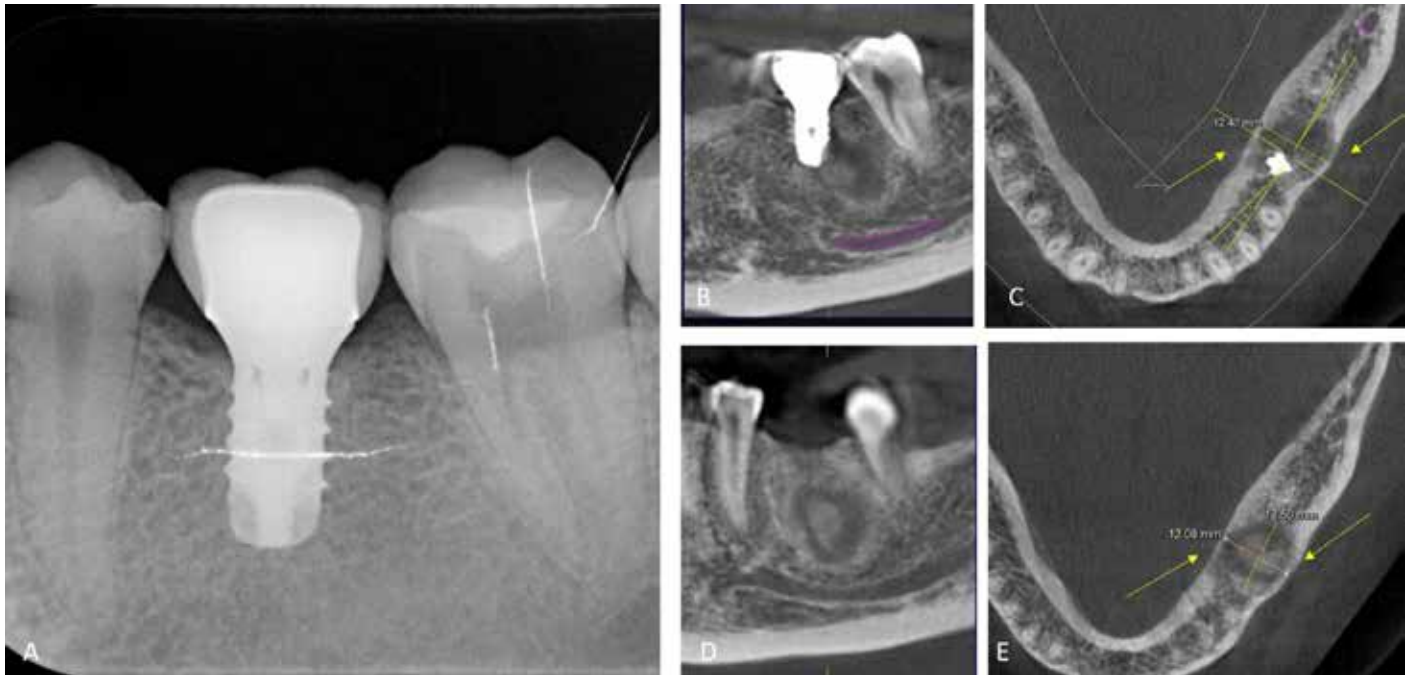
Sección de radiografía periapical de control de implante rehabilitado en zona de diente 3.6 de hace 5 años. Se observa trabeculado óseo normal alrededor de implante. B: Examen de tomografía computarizada de haz cónico inicial. Reconstrucción panorámica, lesión se extiende en su límite superior a 3 mm de cortical del reborde alveolar, su límite inferior a 5 mm de cortical superior de canal mandibular. Su límite anterior próximo a tercio apical de implante de 3.6 y su límite posterior próximo a cortical alveolar mesial de diente 3.7. C: Examen de tomografía computarizada de haz cónico (TCHC) inicial. Imagen axial, se observa infiltración de cortical lingual y vestibular (flechas amarillas), signo sugerente de agresividad. Se observa expansión leve de tabla ósea vestibular. D: Examen de TCHC 3 meses posterior a explantación del implante. Imagen panorámica, presencia de lesión ovoide de densidad mixta y bordes definidos, con centro hiperdenso de forma irregular y halo hipodenso periférico. Zona implantaria cicatrizada. E: Examen de TCHC 3 meses posterior a explantación del implante. Imagen axial, lesión con infiltración leve de tablas óseas lingual y vestibular (flechas).
